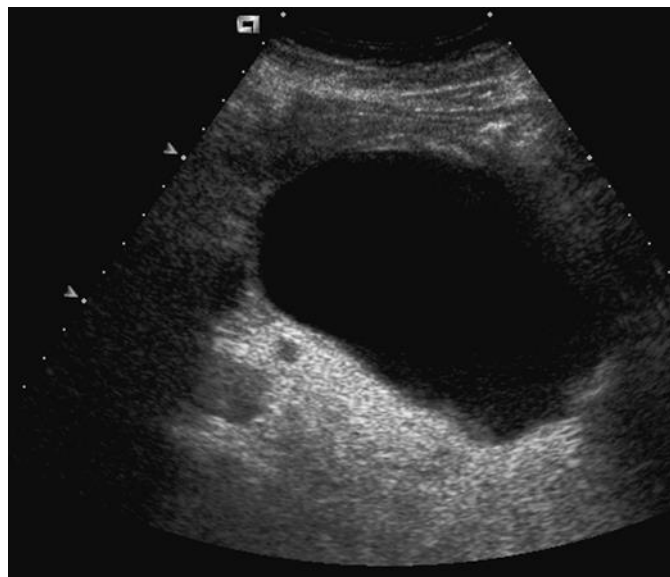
胰腺假性囊肿。超声斜切扫查显示急性胰腺炎后胰体部巨大圆形囊性病变。
